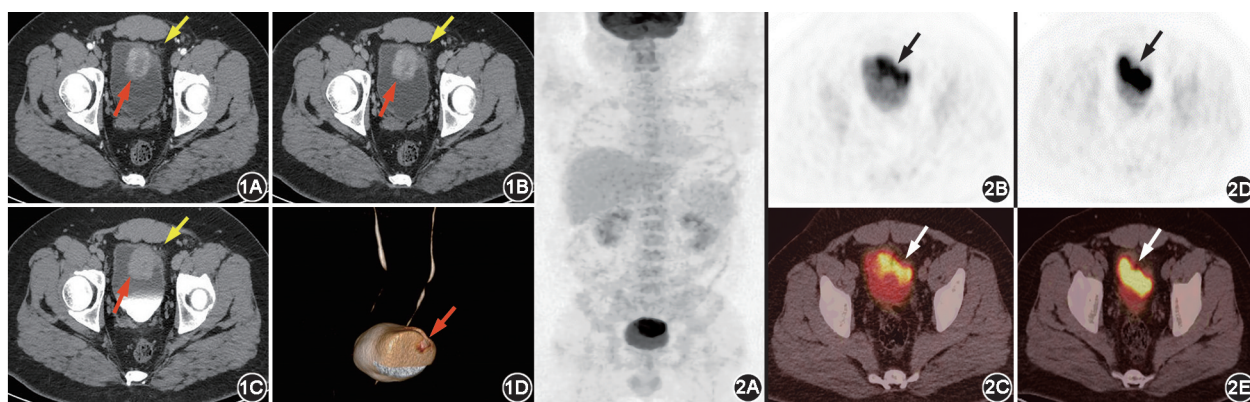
膀胱低级别肌纤维母细胞性增生患者(男,25岁)泌尿系统CT增强图像 1A~1C.增强图像示膀胱左前壁向腔内突出软组织肿块影伴明显强化(红箭头示),邻近盆腔脂肪间隙模糊(黄箭头示);1D.容积再现(VR)图显示病变膀胱壁皱缩凹陷(箭头示) 图2 该患者¹⁸F-FDG PET/CT显像图(箭头示病灶) 2A. PET最大密度投影图显示膀胱区见异常¹⁸F-FDG摄取增高灶;2B,2C. PET及PET/CT图像示膀胱左前壁区见向腔内突出不规则软组织肿块影,伴¹⁸F-FDG明显代谢增高;2D,2E.给药后2h延迟图像示病变¹⁸F-FDG代谢进一步增高
